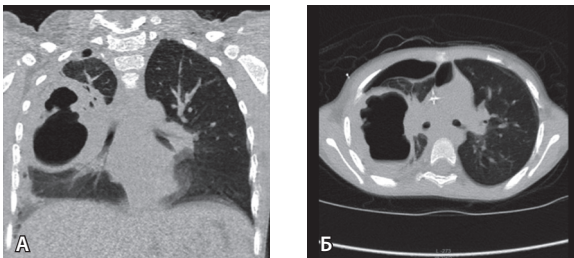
Компьютерная томограмма легких в коронарной (А) и аксиальной (Б) проекциях. Хорошо видно больших размеров кистозное образование в правом легком
